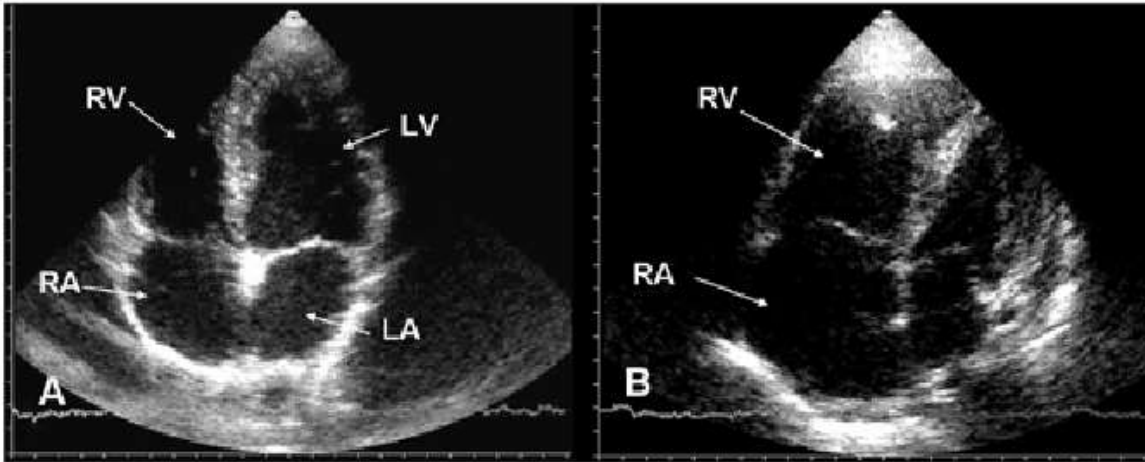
Echocardiography. A: Axial 4-chamber view of a normal heart.
